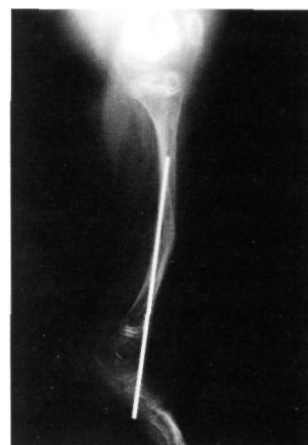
Radiografía lateral de tibia donde se observa migración de la aguja endomolecular
